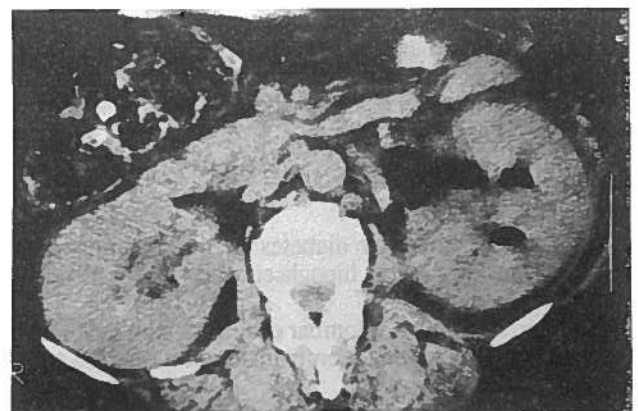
TC: gás confinado ao sistema excretor renal, sem evidência de colecção gasosa parênquimatosa ou peri-renal.
